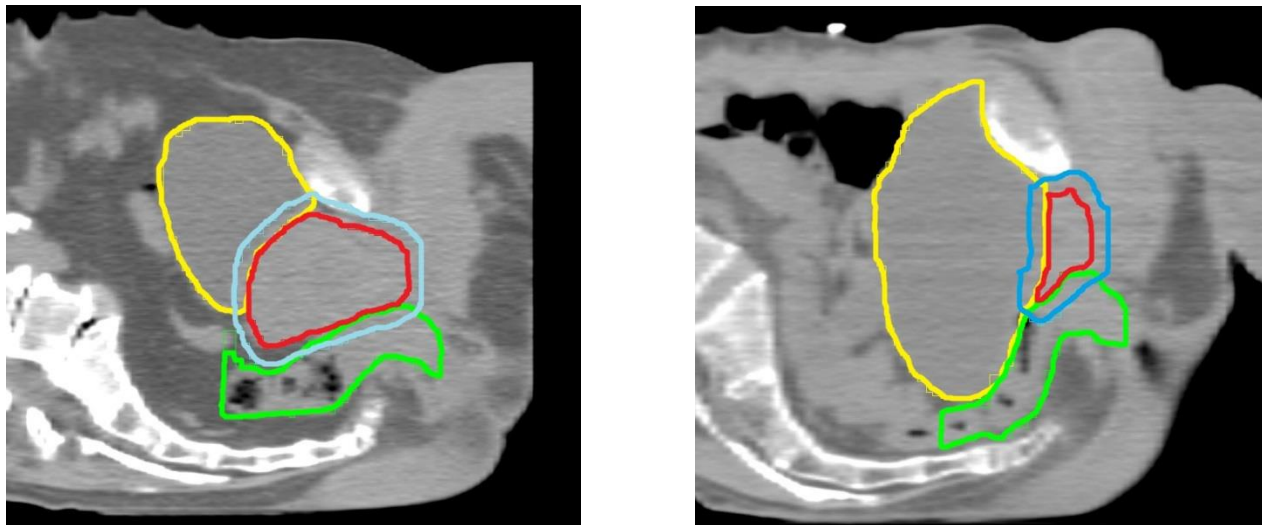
CT pelviens prostate en place et post-prostatectomie. jaune: vessie, vert: rectum, rouge : CTV, bleu : PTV.
